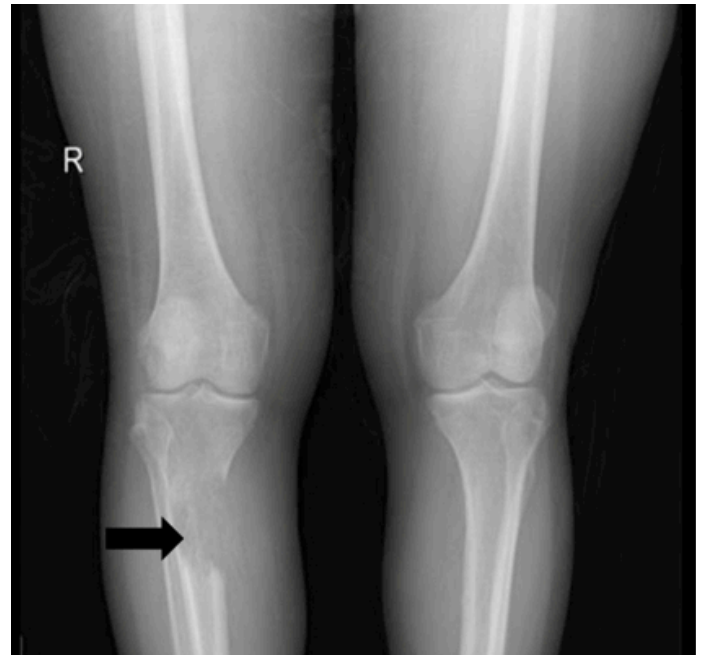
Bone lesion on radiography
